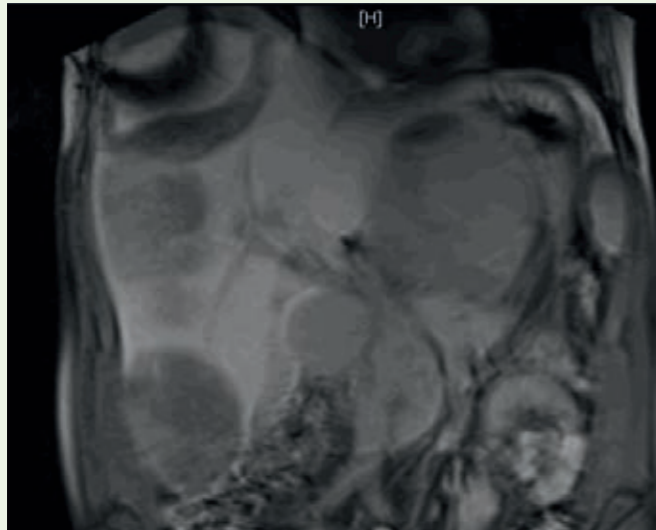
Darstellung von Lebermetastasen im MRT, gleicher Patient wie Abbildung 3 rechts.
